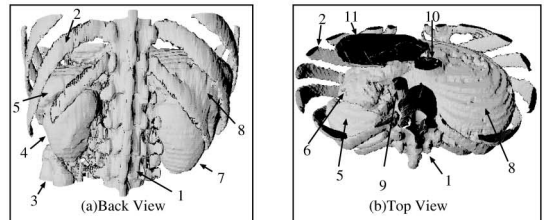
臓器の抽出結果 (CT 画像 #2) (1. 脊柱 2. 肋骨 3. 骨盤 4. 左腎 5. 脾臓 6. 胃 7. 右腎 8. 肝臓 9. 大動脈 10. 大静脈 11. 心臓)
